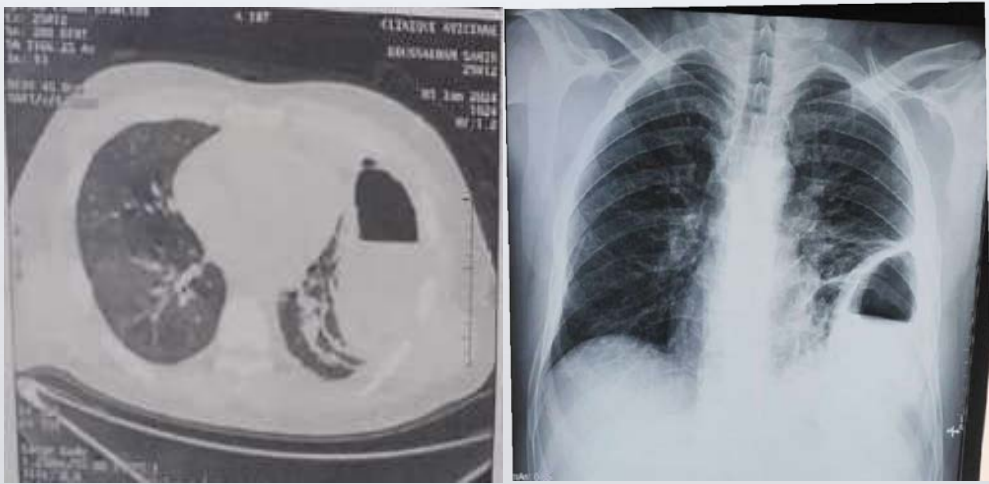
Radiographie et TDM thoracique objectivant une image hydro-aérique.
